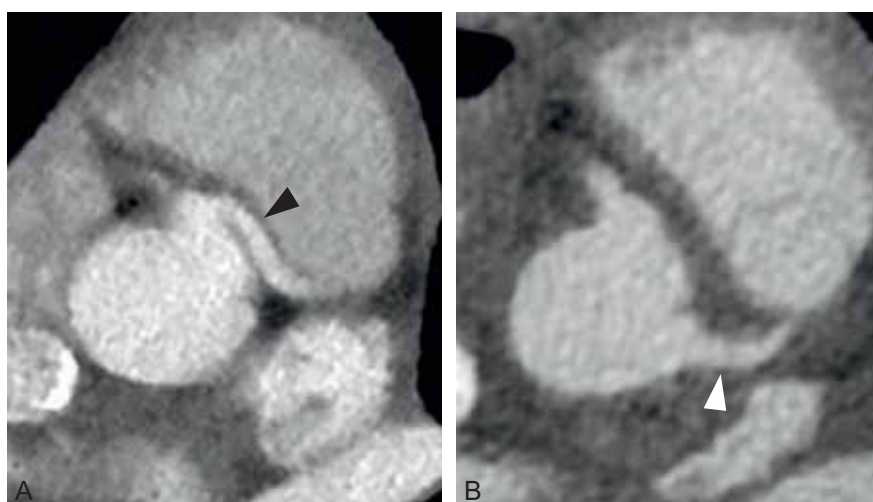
Correction chirurgicale d'un tronc commun ectopique. Images TDM (reconstruction 3D) d'un tronc commun connecté dans le sinus droit (A) avec un trajet interartériel (tête de flèche noire) et corrigé chirurgicalement (B) avec création dans le sinus gauche d'un néo-ostium avec patch d'élargissement (tête de flèche blanche).
